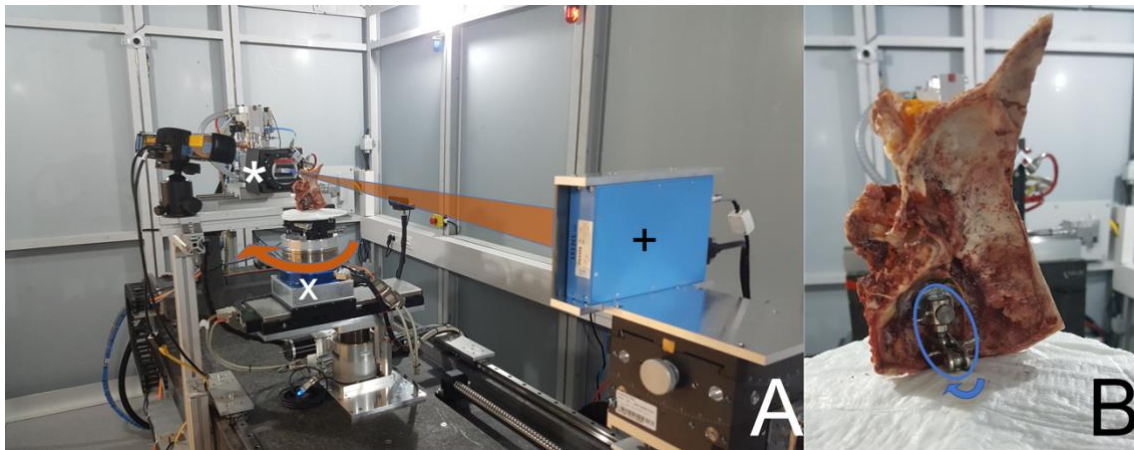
Versuchsaufbau für die Akquisition der micro-CT-Bilddatensätze
